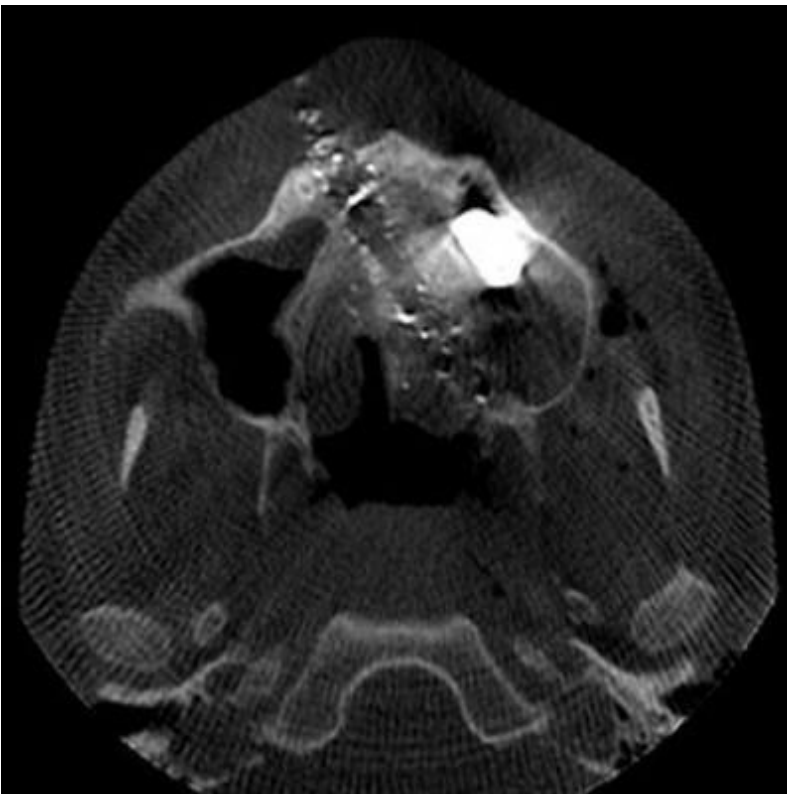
Corte axial da Tomografia Computadorizada Cone Beam evidenciando o trajeto do projétil com entrada em maxila direita e retenção em seio maxilar esquerdo.
